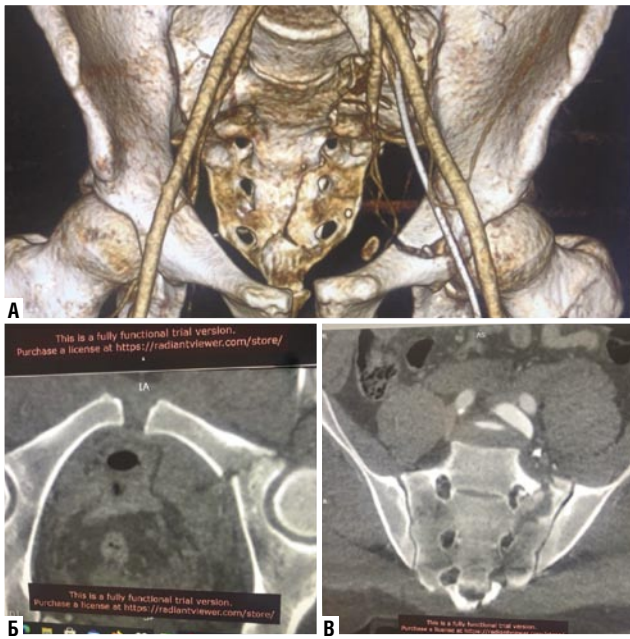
Предоперационная МСКТ таза. А — 3d-реконструкция; Б — аксиальная плоскость; В — фронтальная плоскость.
